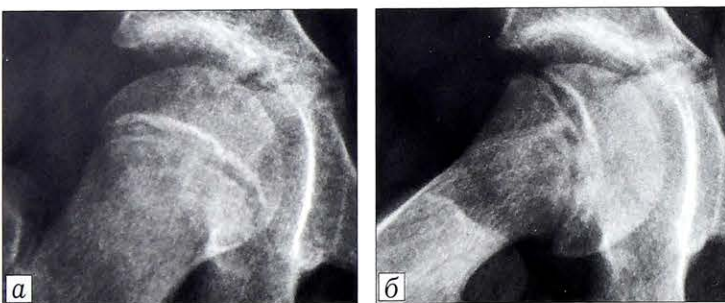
Симптом «шкурты леопарда». Рентгенограммы в переднезадней проекции (а) и в проекции Lauenstein (б). Объяснение в тексте.
